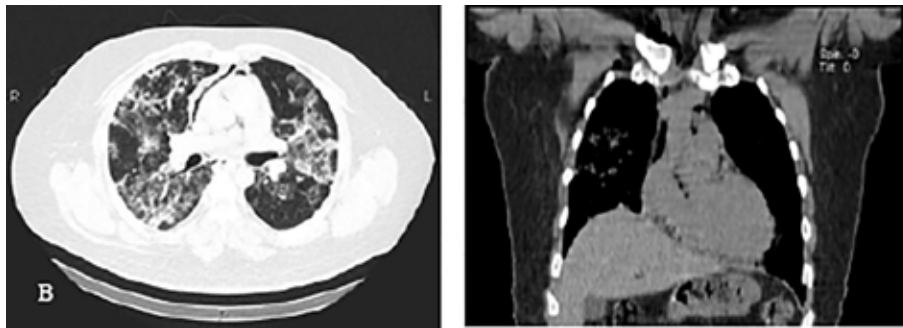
A. Tomografía de tórax en corte axial (ventana pulmonar) B. reconstrucción coronal (ventana mediastínica). Se evidencia además de la extensa afectación del parénquima pulmonar, la presencia de neumomediastino a nivel del espacio prevascular y reborde cardíaco derecho.
